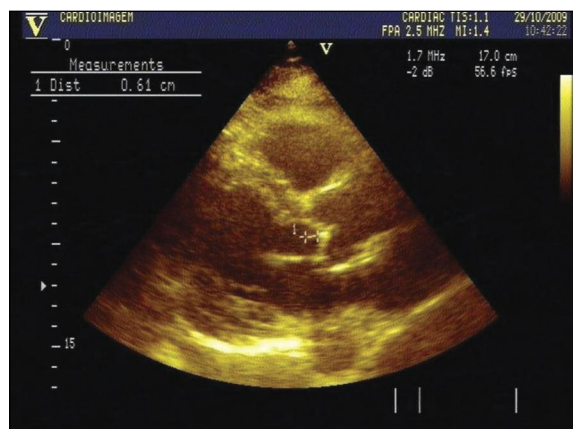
Ecocardiograma evidenciando vegetação na válvula aórtica
